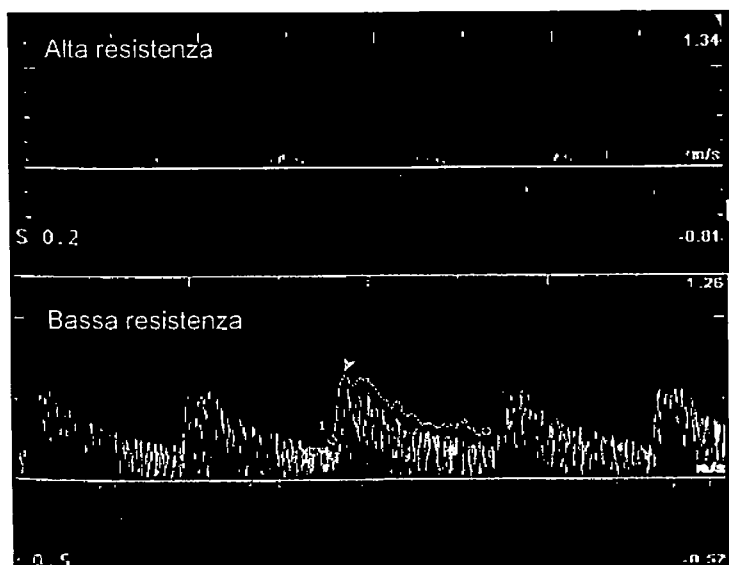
La morfologia dell'onda Doppler è funzione della interazione tra *resistenze vascolari periferiche (RV)*, *compliance vascolare (CV)* e *pressione trasmurale*. L'ecografia con Doppler registra la velocità di scorrimento del sangue, cioè l'accelerazione assiale che la colonna ematica subisce ad ogni gittata sistolica. Quando l'azione cardiaca è ritmica e normofrequente, la curva V/t può essere scomposta in una componente assiale (frenata esclusivamente dalle resistenze periferiche) ed in una radiale condizionata dalla capacitance (elasticità di parete). Per questo motivo il flusso assiale è anche chiamato flusso "resistivo" ed il flusso radiale flusso "capacitativo". Il flusso radiale riflette la capacità dell'arteria di convertire, grazie alla sua elasticità, il flusso discontinuo in flusso continuo. Se si considera che in ciascun individuo l'inerzia, la massa sanguigna (induttanza) e l'elasticità della parete arteriosa (capacitance) non variano significativamente, si comprende che l'aspetto del tracciato velocimetrico è governato principalmente dallo stato delle resistenze circolatorie.
